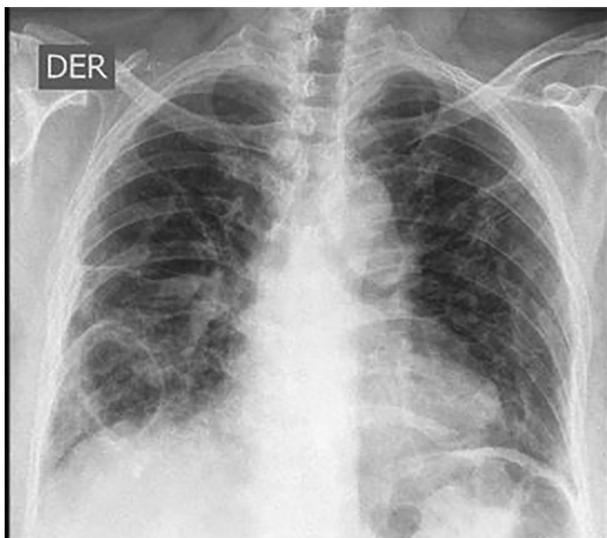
Radiografía de tórax con cambios por fibrosis con una gran caverna en la base pulmonar derecha.
